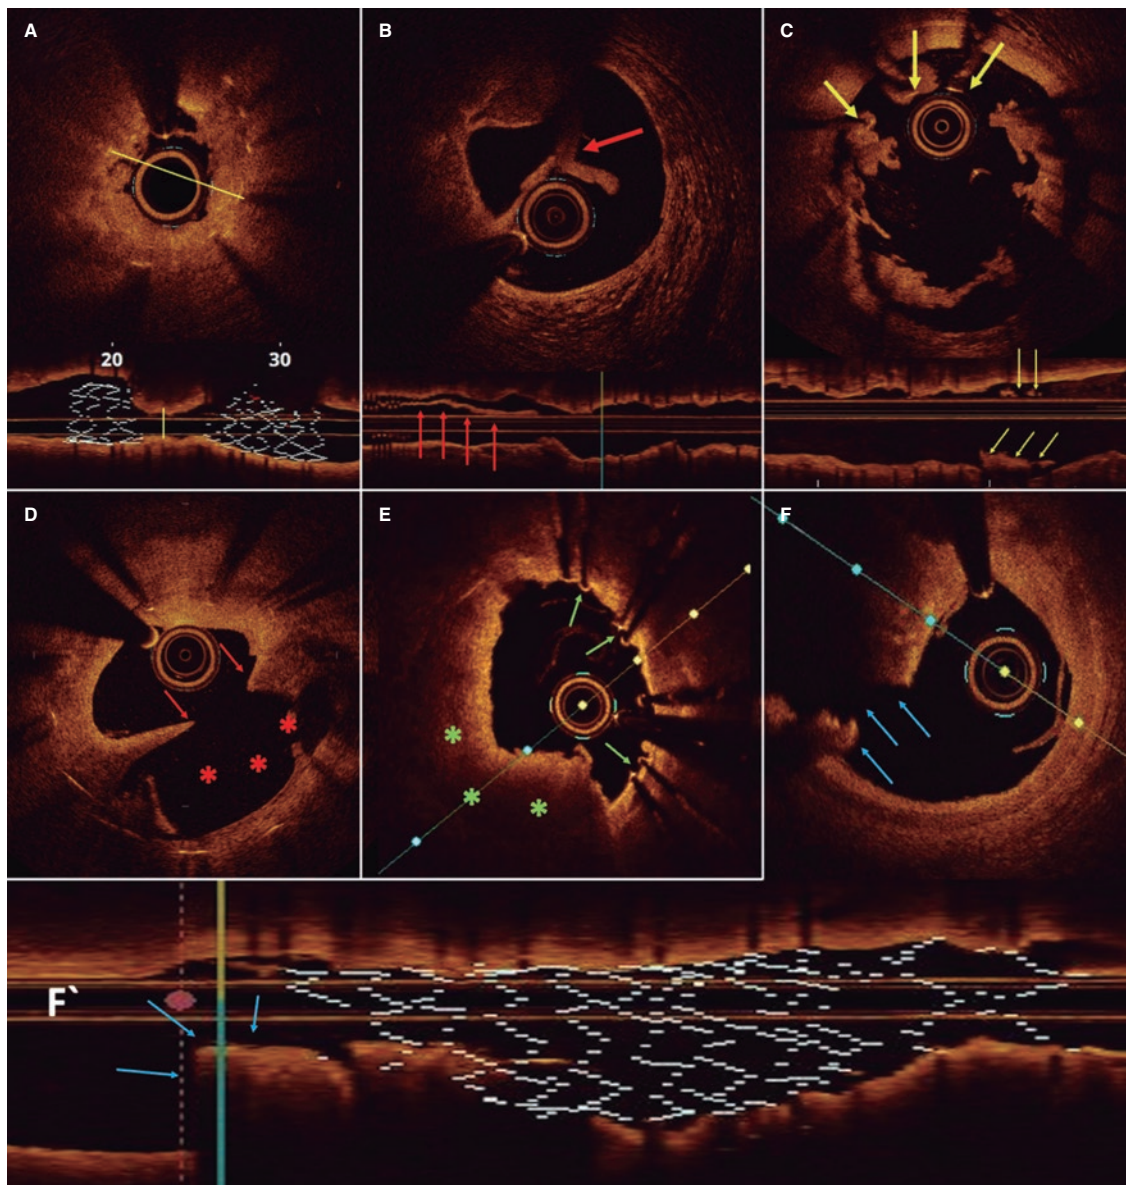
Imágenes representativas de los hallazgos dominantes por tomografía de coherencia óptica. A: corte longitudinal y seccional de un *stent* con infraexpansión marcada (la línea indica el diámetro mínimo). B: disección del borde del *stent*. La flecha indica el borde de tejido separado del resto de la pared. C: mala aposición. Las flechas señalan *struts*, asociados a trombo, que no están en contacto con la pared del vaso. D: neoaateroesclerosis con placa rota. Las flechas indican la solución de continuidad de la íntima, y los asteriscos la cavidad en la placa vaciada de su contenido. E: *struts* no recubiertos (flechas). F y F': cortes seccional y longitudinal de *stent* con enfermedad del borde distal con placa rota (flechas).
